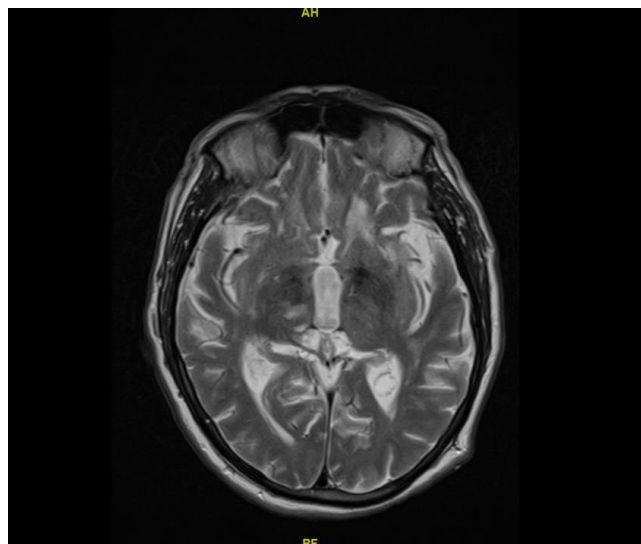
RM cerebral secuencia T2. Plano axial. Dos infartos en tálamo derecho, uno anterior agudo y otro posterior crónico.
